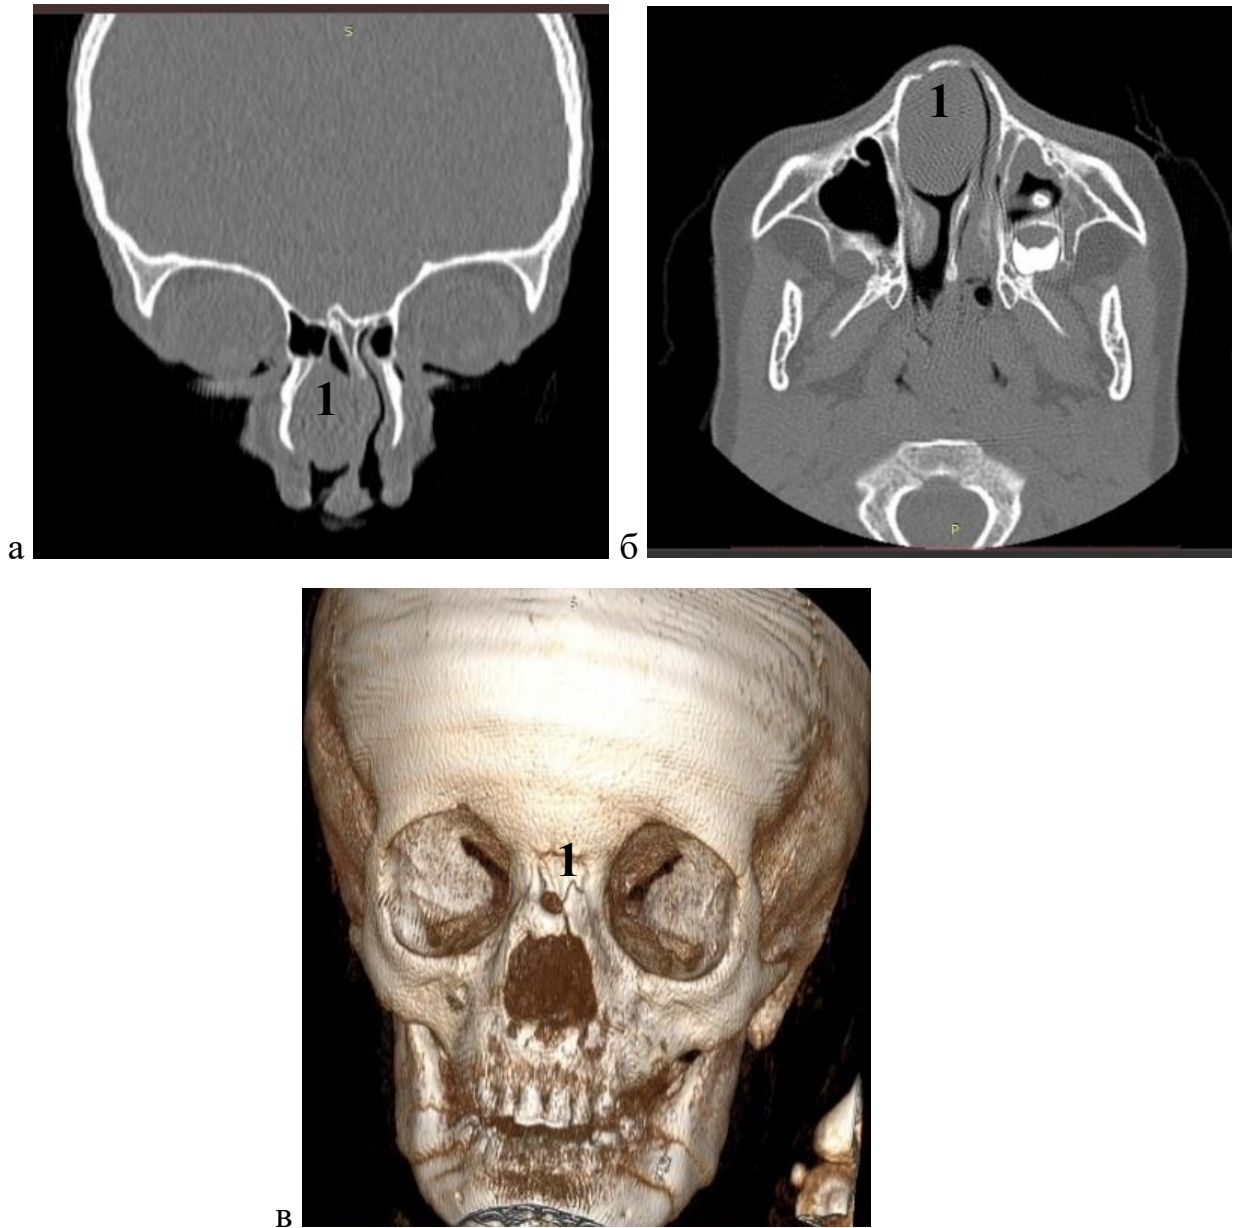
КТ ОНП пациентки К. до хирургического лечения: а - коронарная проекция; б- аксиальная проекция: 1 — образование; в — 3D реконструкция: 1 — дефект костей носа
